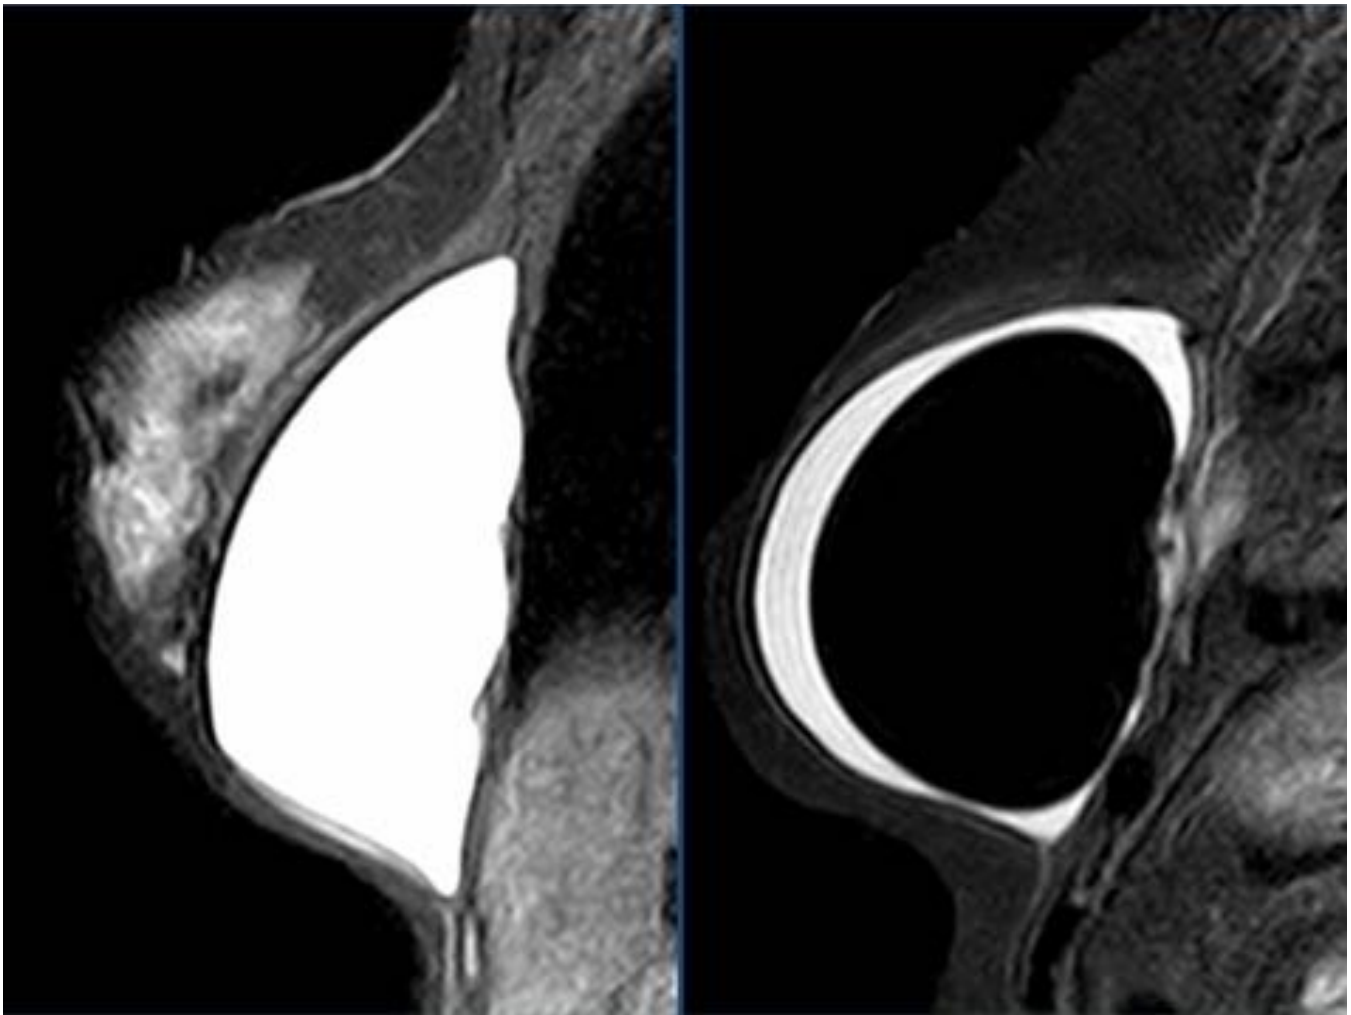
Imágenes sagitales de RM (secuencias STIR-FLAIR sagitales). Izquierda: prótesis unicameral de silicona. Derecha: prótesis de doble luz invertida (silicona en el compartimento superficial y suero salino en el profundo).
